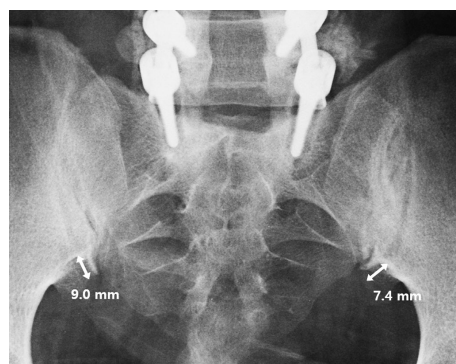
Postoperative radiograph of 49 year-old woman who experienced lumbosacral fusion shows prominent osteophyte of bilateral sacroiliac joint. The right and left osteophytes measured 9.0 mm and 7.4 mm respectively.
